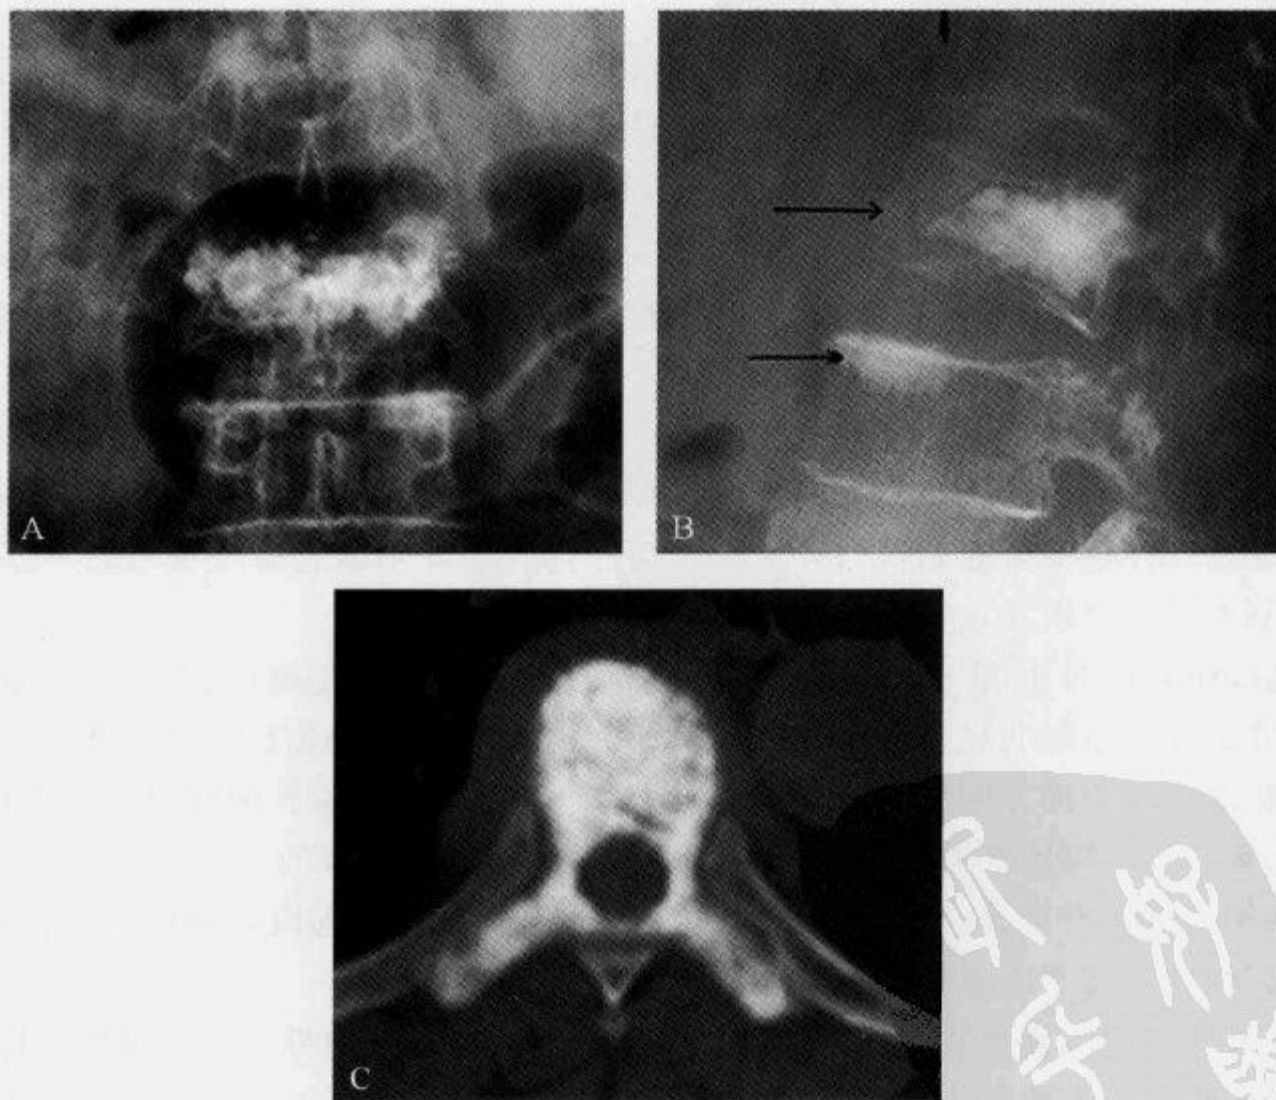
X 线平片及 CT 横轴位示“象牙椎体征”
